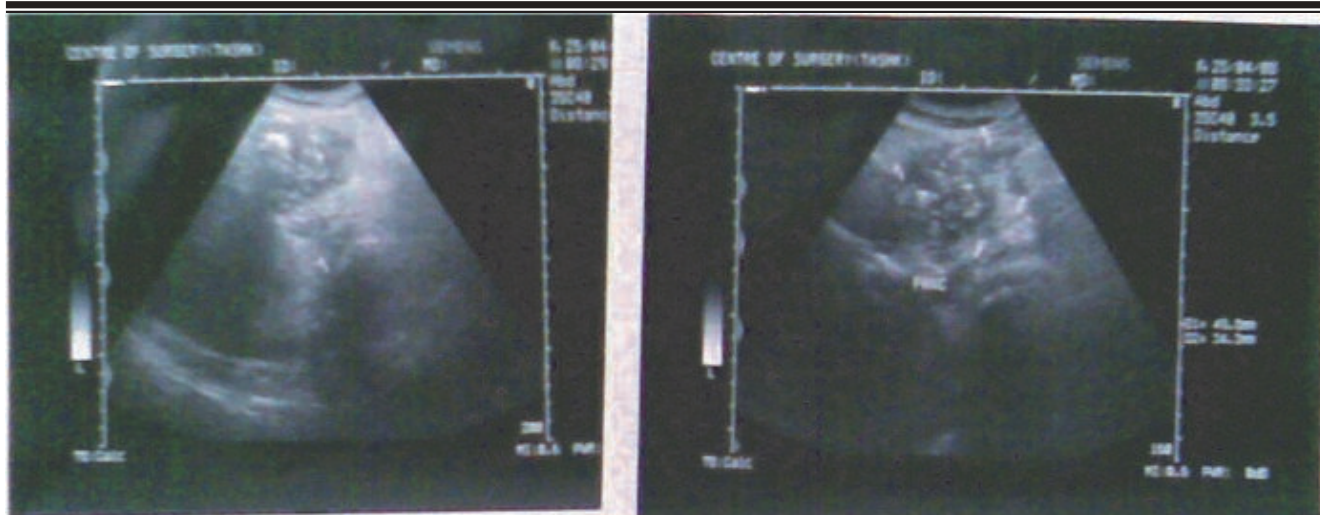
УЗИ картина панкреонекроза.
